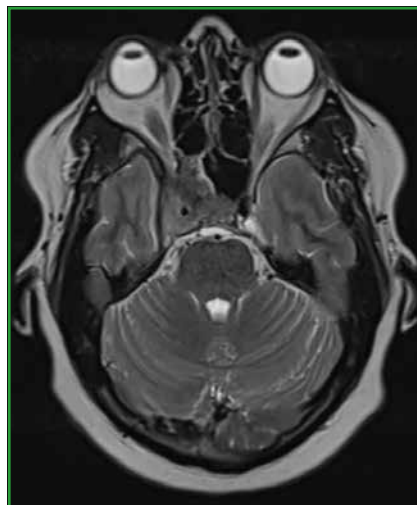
IRM coupe axiale T2. Méningiome du sinus caverneux droit avec extension sphéno-orbitaire (même patiente).
